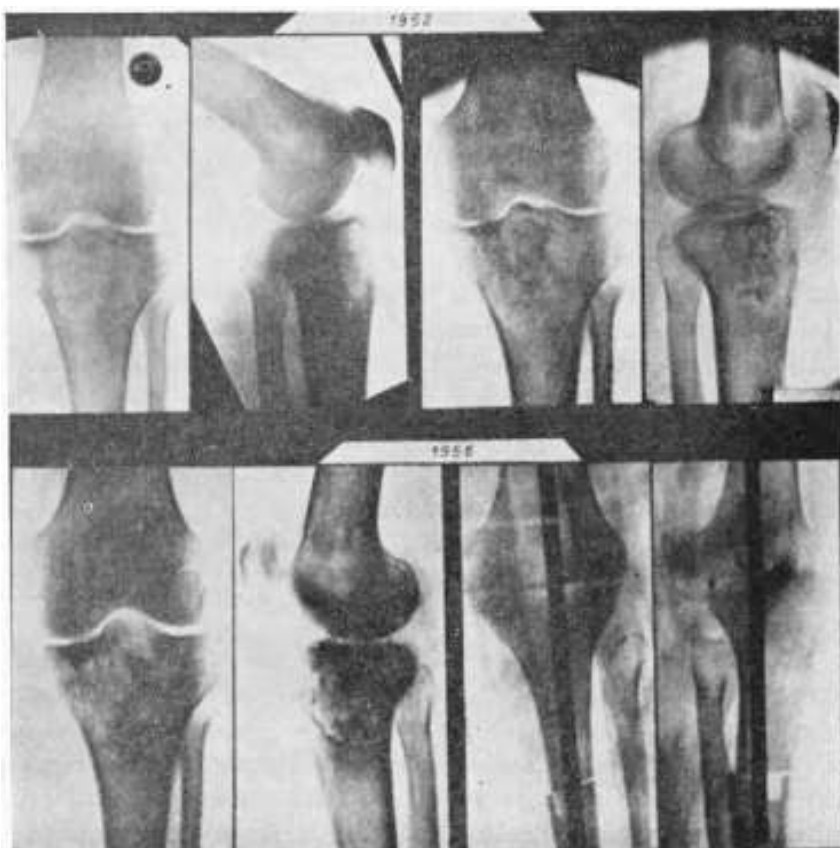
Mieloplaxoma extremidad superior de tibia. Resección: trasplante hueso homólogo refrigerado y Kuntseher. El tumor había sido tratado en 1952 por cureteado, relleno de injerto y roentgenterapia. En 1956, dolores y persistencia de la lesión.
